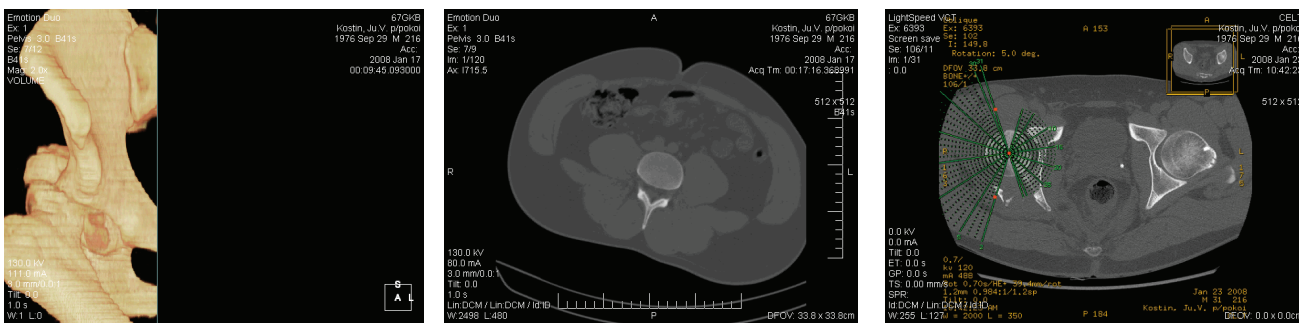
Компьютерная томограмма пациента К. с 3D-реконструкцией.
